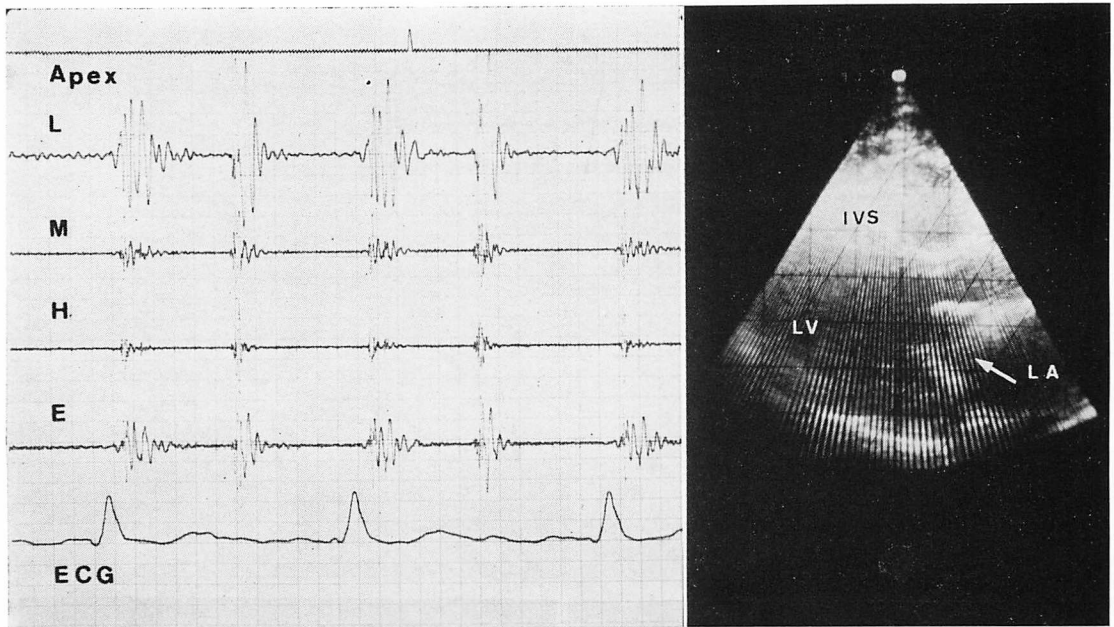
Phonocardiogram (left panel) and two-dimensional echocardiogram (right panel) of Case 6 (MVR, 43-year-old male) without both a diastolic rumble and diastolic fluttering.
